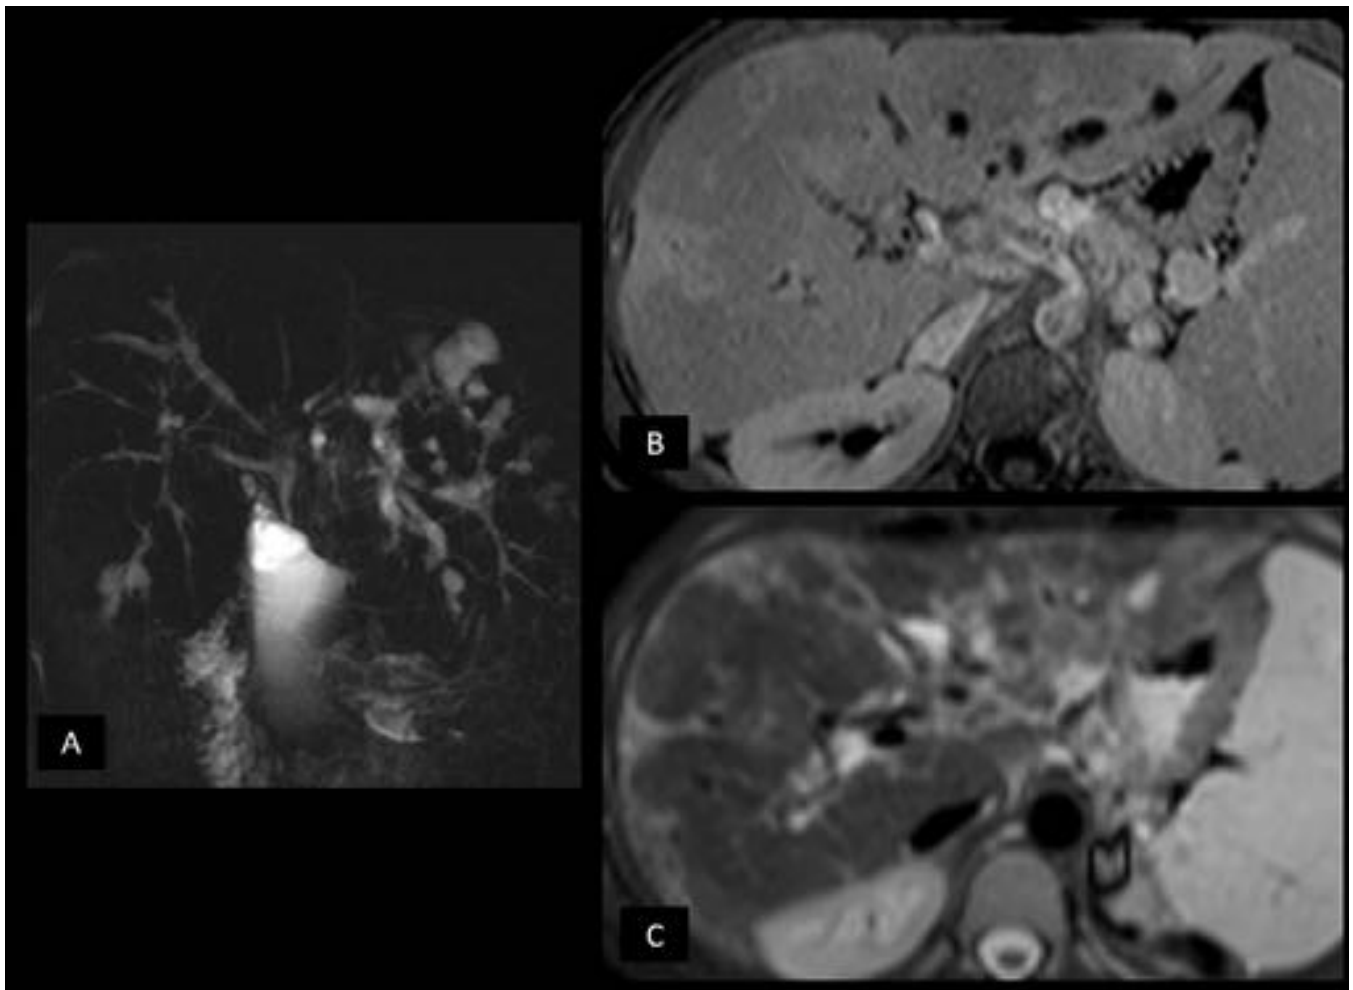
Colangitis esclerosante primaria. Múltiples estenosis y dilataciones intra y extrahepáticas en colangioRM (A). B: Imagen transversal de RM T1 con contraste con contraste que evidencia trastorno de perfusión peribiliar. C: Imagen de RM T2 con supresión grasa que muestra alteración de la señal peribiliar.
